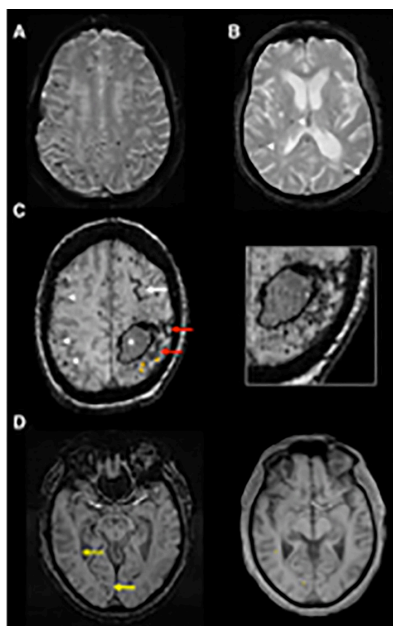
A. Micro-sangrado múltiple lobar estrictamente en T2* imagen de RM en Paciente femenino, 69ª quien presentó hemorragia cerebral lobar espontánea, La autopsia cerebral mostró AAC avanzada B. micro-sangrado cerebral mixto (cabezas de flechas), afectando el tálamo derecho, territorio hemisférico profundo, regiones lobares, por lo tanto, no cumple criterio de Boston para probable AAC. C. hemorragia lobar frontoparietal subaguda (*), micro-sangrados lobares (flechas blancas) en imágenes de susceptibilidad (SWI) en femenina de 78ª, adicionalmente se muestra foco de micro-sangrado (cabeza de flecha naranja) y siderosis superficial cortical (flechas rojas) D. SWI de masculino de 71 a con pérdida de memoria y AAC en biopsia cerebral con micro-sangrados (flechas amarillas) en lóbulos temporal y occipital derechos
